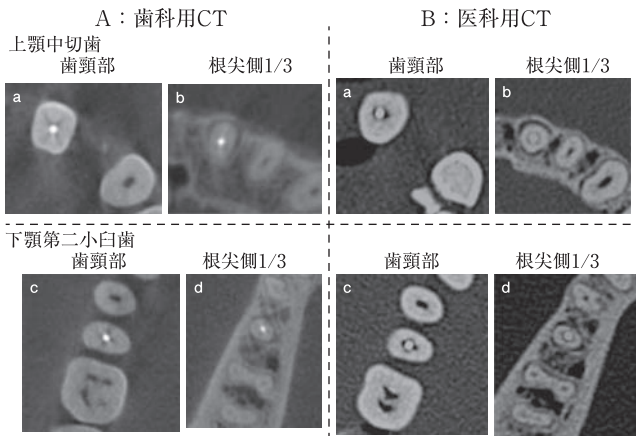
ガッタパーチャポイントで根管充填した上顎中切歯と下顎第二小臼歯のA：歯科用CT画像とB：医科用CT画像
